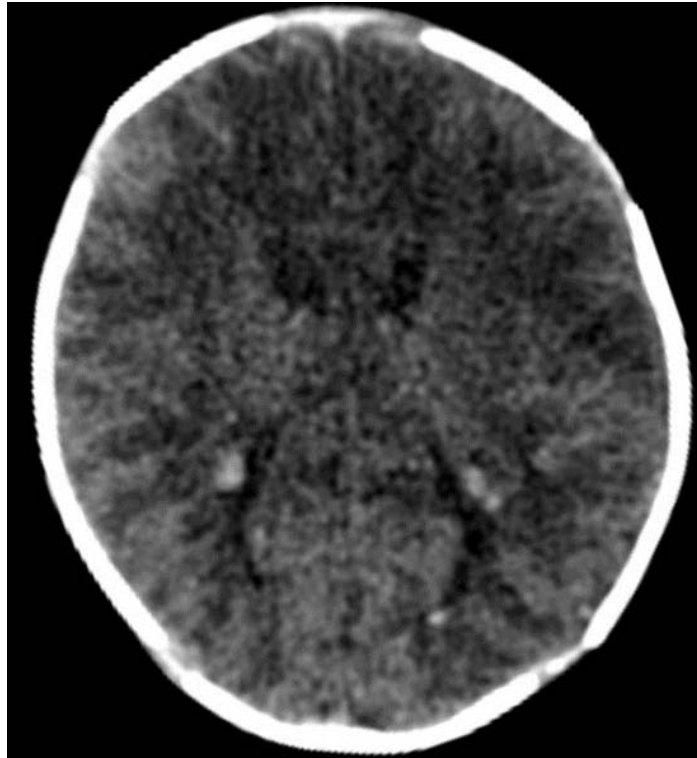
TDM Cérébrale : hémorragie intraventriculaire minime
